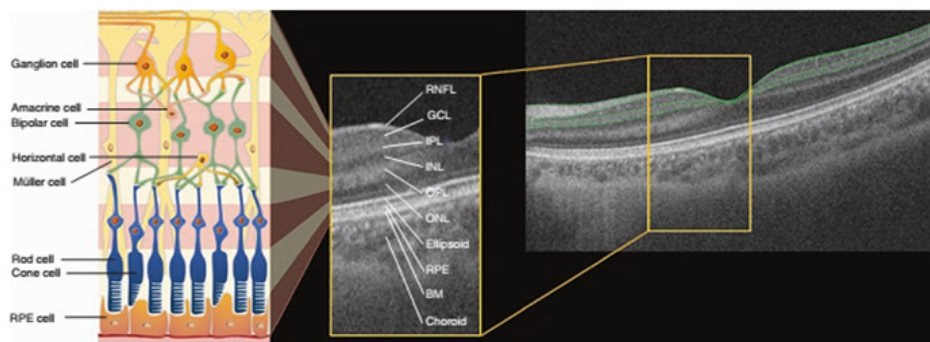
Структура макулы. Слой сетчатки (слева) и характерная структура макулы человека, полученная с помощью оптической когерентной томографии (SS-OCT) (в центре и справа). Слой нервных волокон сетчатки (RNFL), слой ганглиозных клеток (GCL) и внутренний плексиформный слой (IPL) обозначены зелеными сплошными линиями. Структура фовеа на желтой вставке увеличена, и каждый слой сетчатки аннотирован. RNFL – слой нервных волокон сетчатки; GCL – слой ганглиозных клеток; IPL – внутренний плексиформный слой; INL – внутренний ядерный слой; OPL – внешний плексиформный слой; ONL – внешний ядерный слой; RPE – пигментный эпителий сетчатки; BM – мембрана Бруха. (K.H. Park and Y.W. Kim).
